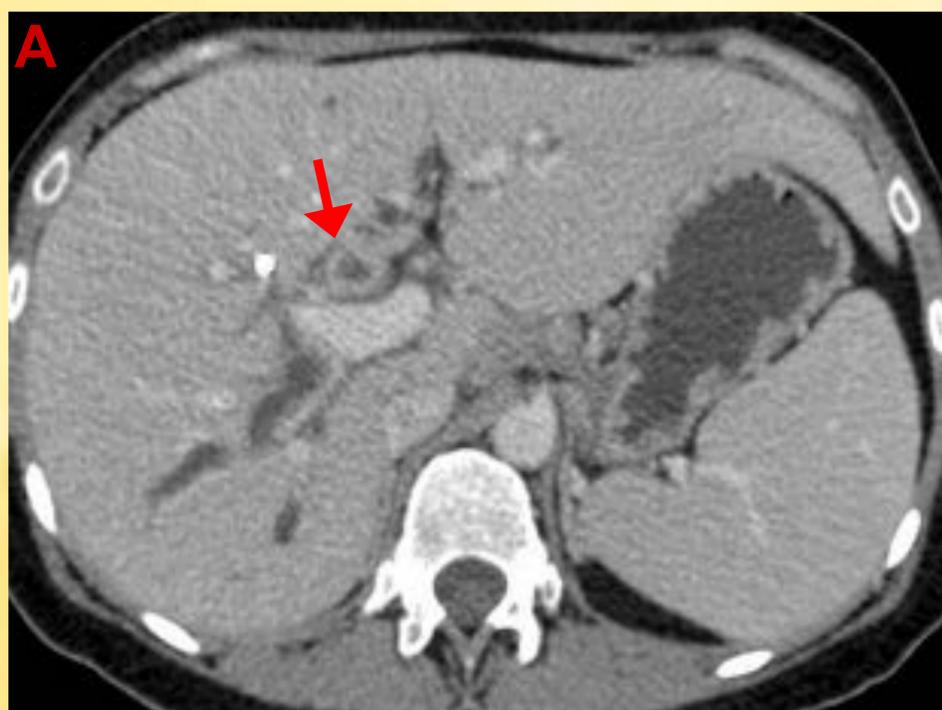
En TC (A y B) observamos la vía biliar intrahepática dilatada y engrosamiento parietal a nivel del conducto hepático común (flecha roja). En la cortes radiales de la colangioRM (C) se objetivan múltiples estenosis con dilataciones previas a nivel de la vía intrahepática en paciente con colangitis esclerosante primaria.
